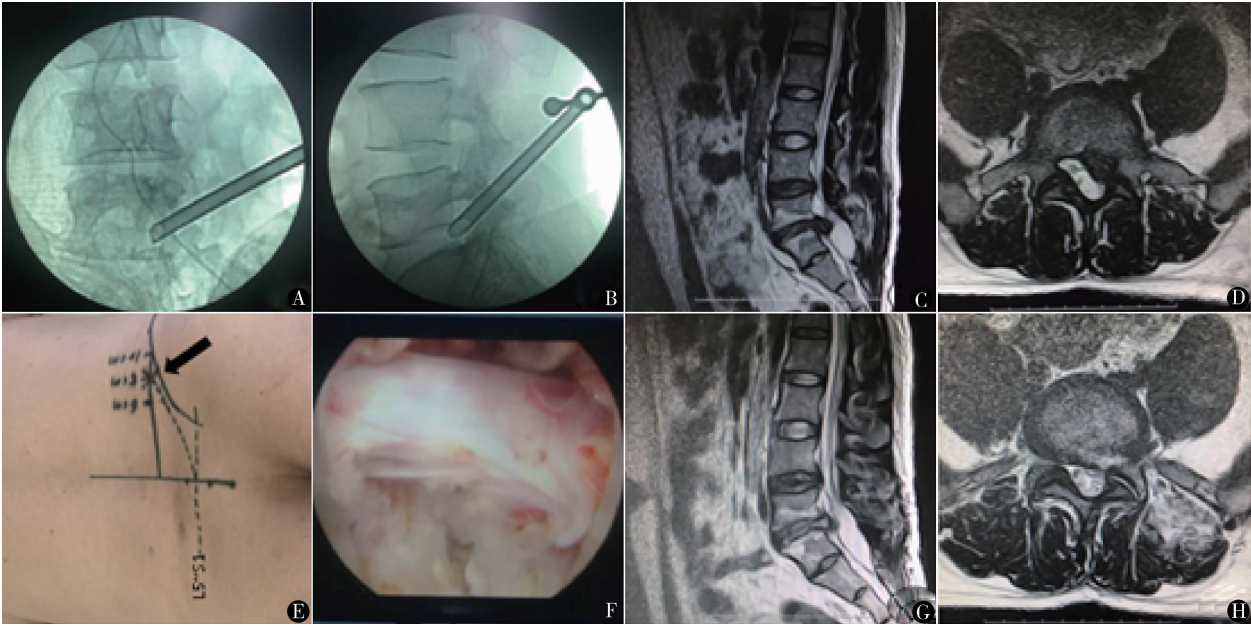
男, 50 岁, 术前巨大突出椎间盘压迫硬膜囊及左侧 S₁ 神经根, 术后完全解除压迫 A, B. TESSYS 技术工作套管植入, 工作套管尖端到达正位片椎弓根内侧缘及侧位片椎体后缘沿线, 与人体水平面约成 25°; C, D. 术前 MRI 示 L₅ ~ S₁ 偏左侧突出, 巨大突出椎间盘压迫硬膜囊及左侧 S₁ 神经根; E. 穿刺定位, 黑色箭头所指星号为穿刺进针点, 偏离正中线为 8 cm; F. 切除突出的椎间盘可见减压后的 S₁ 神经根; G, H. 术后 1 周 MRI 示 L₅ ~ S₁ 突出的椎间盘消失, 硬膜囊及左侧 S₁ 神经根压迫被解除
